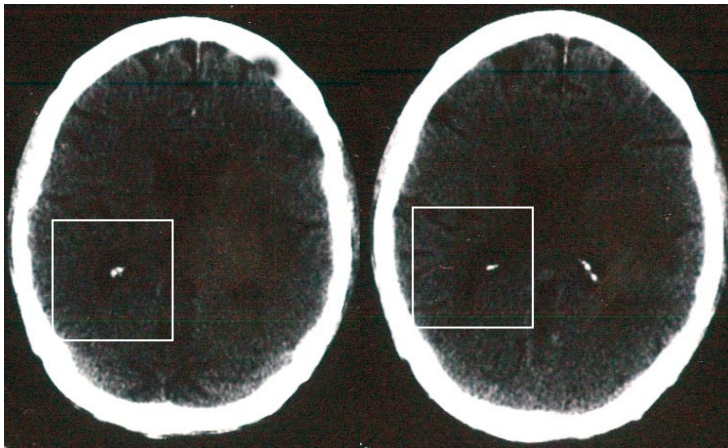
CT-Aufnahmen der Patientin, drei Tage nach Krankheitsbeginn (3a-b, von links nach rechts)
